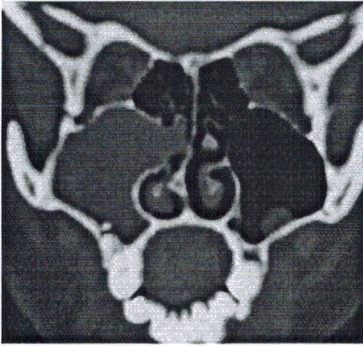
TDM, coupe coronale passant par l'ostium du sinus maxillaire: opacité homogène du sinus maxillaire droit et de la région ostioméatale.
